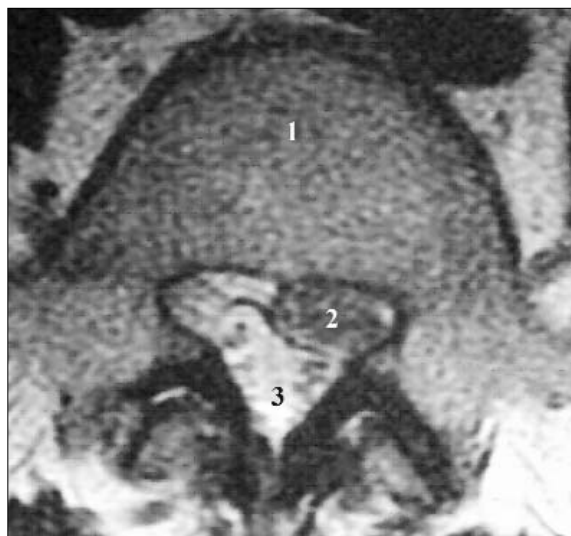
Магнітно-резонансна томограма поперекового відділу хребетного стовпа: 1 – тіло поперекового хребця; 2 – хребцевий отвір; 3 – грижа міжхребцевого диска.
